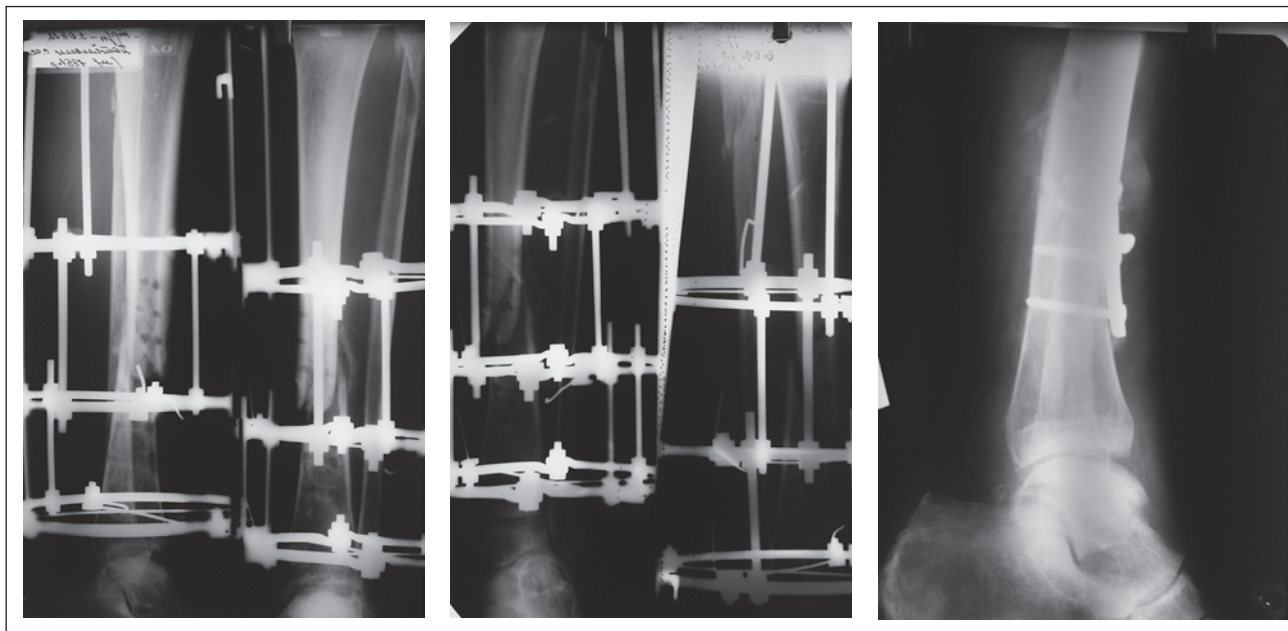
Хворий Д., післятравматичний остеомієліт кісток правої гомілки. Скальпована рана правої гомілки. Рентгенологічна динаміка
